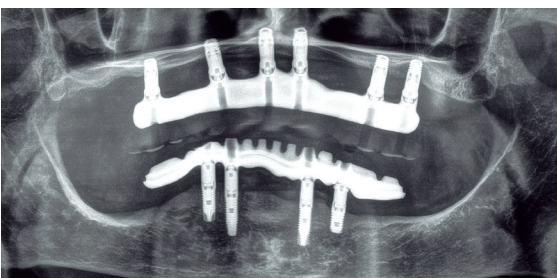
Radiografía final una vez colocada la prótesis.
